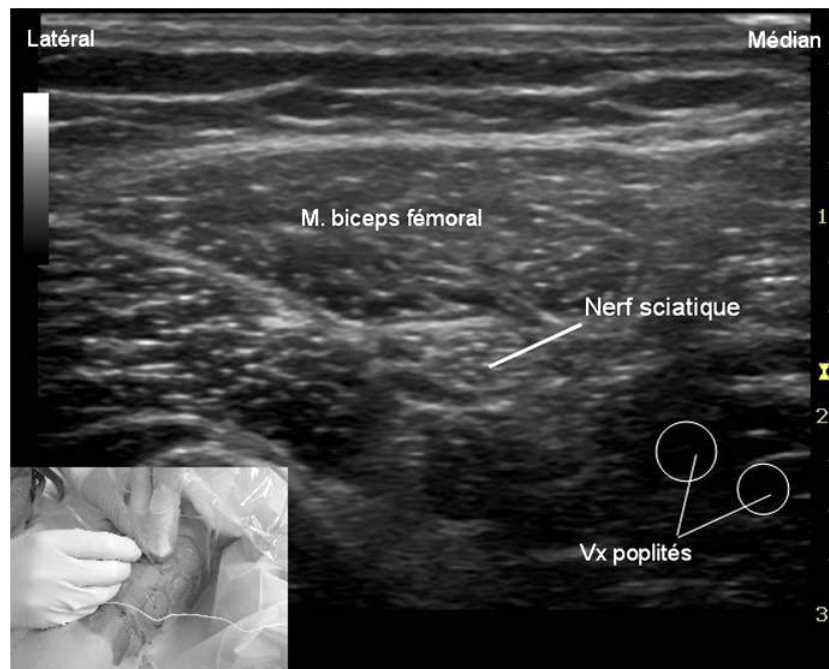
Bloc sciatique poplité, repérage échographique.
